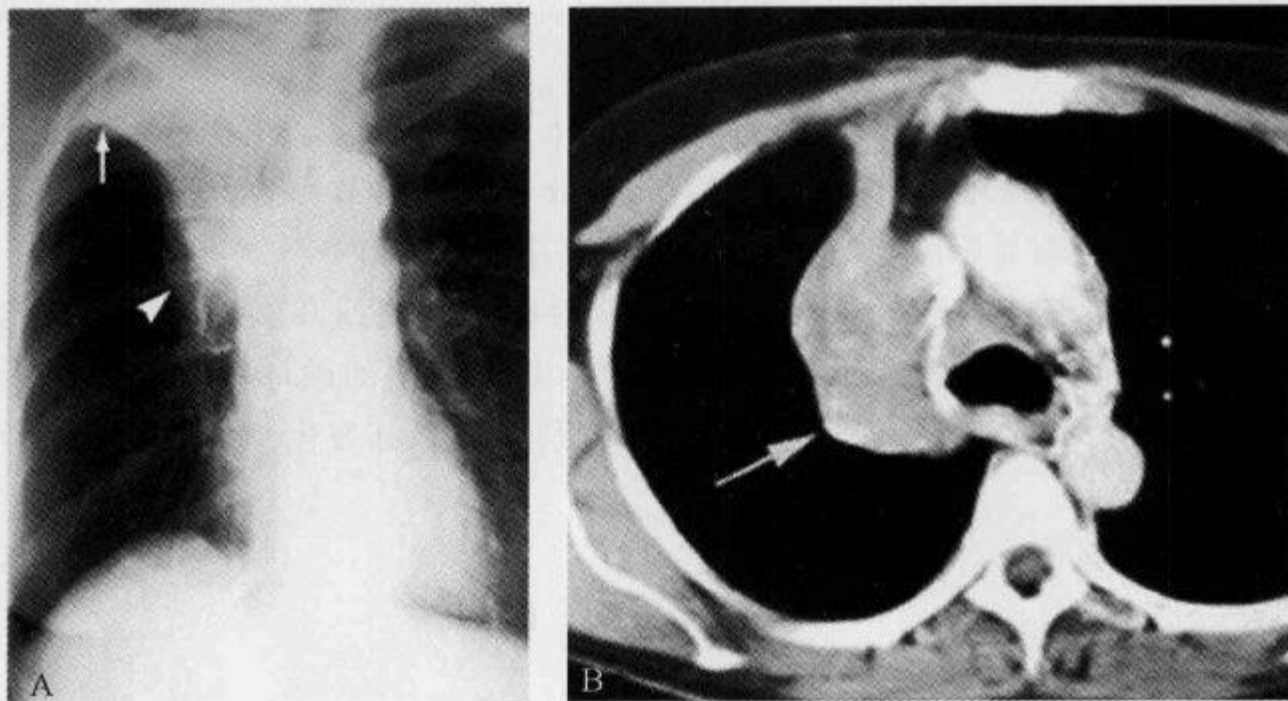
右肺中心型肺癌并右肺上叶不张,后前位胸部 X 线片及 CT 示“横 S 征”
